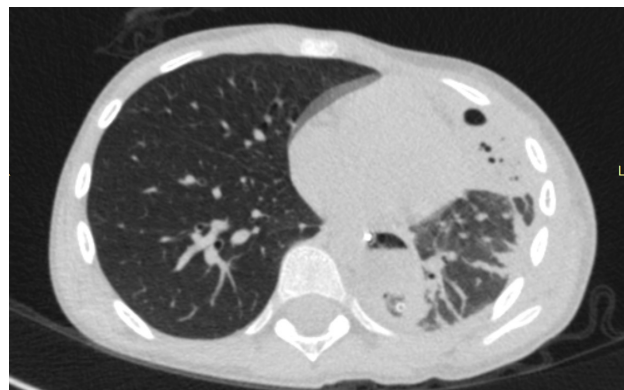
КТ-изображение значительного уменьшения грануляционной полости практически до щелевидной после курса ЭВТ
